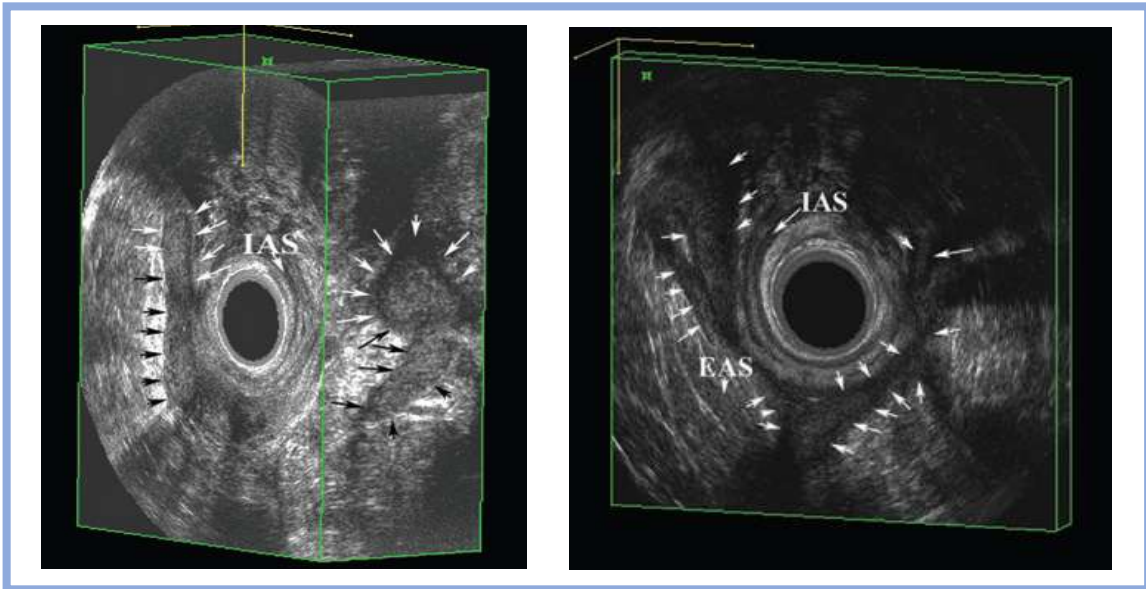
Signo de CUFS. Tomado de Zawadzki A, Starck M, Bohe M, Thorlacius H. A unique 3D endoanal ultrasound feature of perianal Crohn's fistula: The «Crohn ultrasound fistula sign». *Color Dis.* 2012;14(9):608-11
